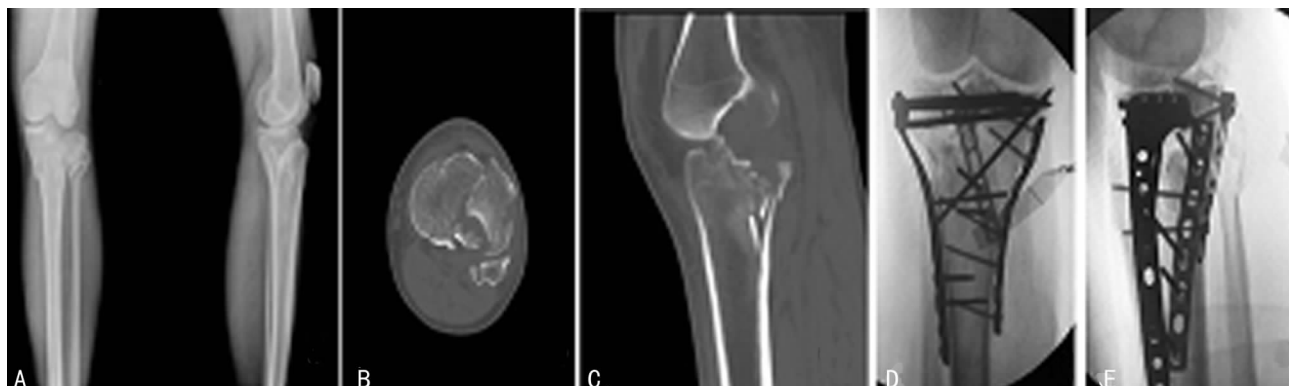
患者术前、中、后的 X 线片和 CT 片
